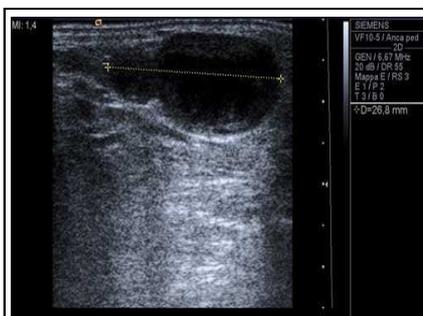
Ecografia-scansione longitudinale con misurazione del diametro massimo.
